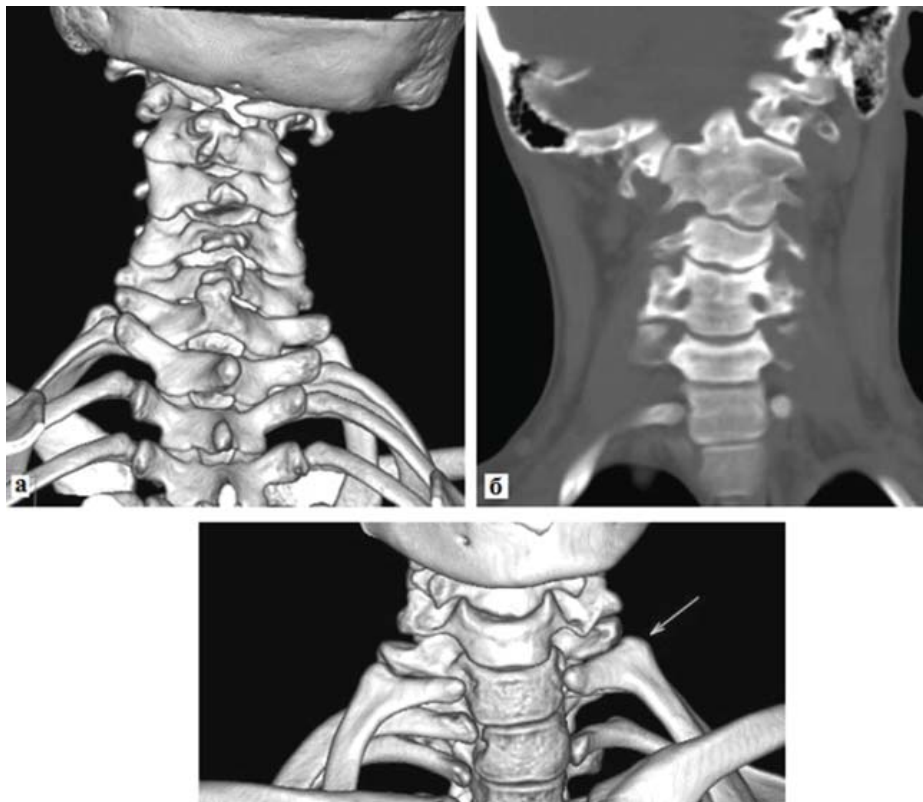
Пациентка С, 29 лет. СКТ шейного отдела позвоночного столба и основания черепа: а — вид сзади (SSD изображение оттененных поверхностей), б — фронтальная MPR-реформация, в — вид спереди (SSD изображение оттененных поверхностей).
